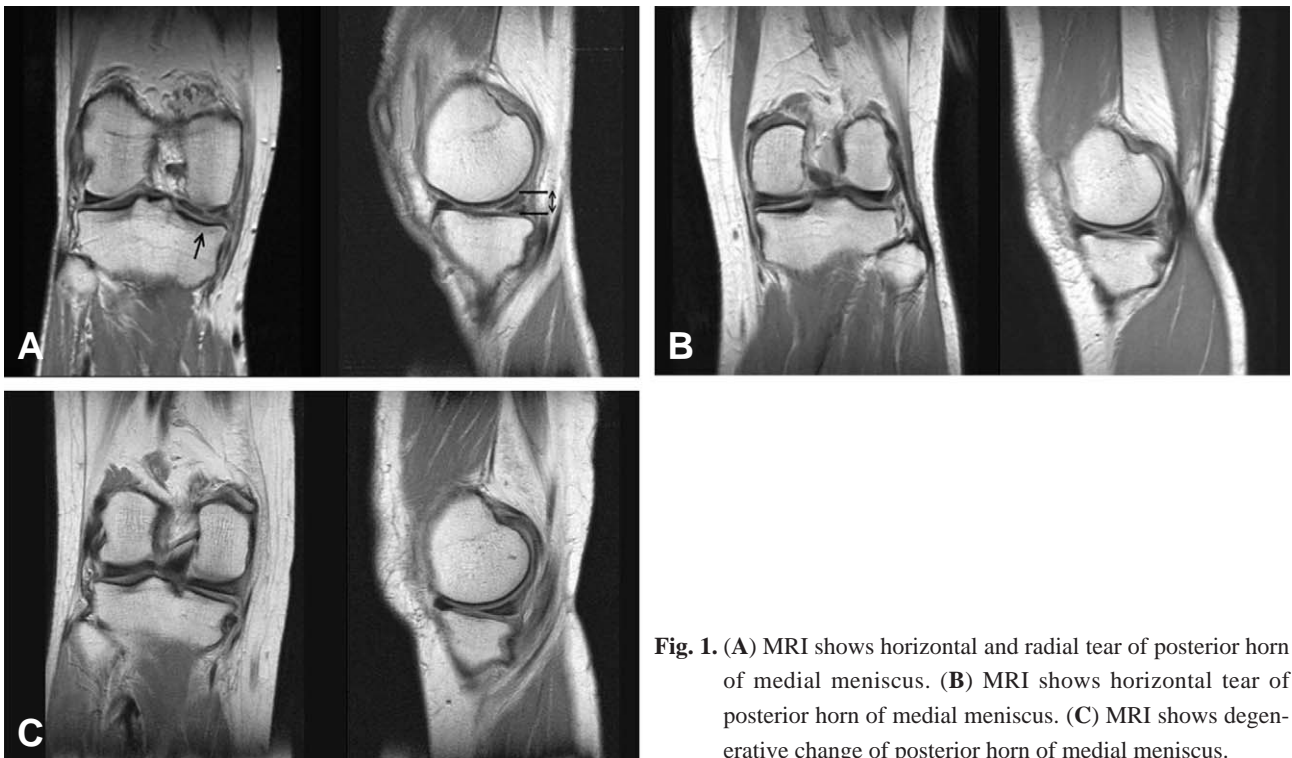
(A) MRI shows horizontal and radial tear of posterior horn of medial meniscus. (B) MRI shows horizontal tear of posterior horn of medial meniscus. (C) MRI shows degenerative change of posterior horn of medial meniscus.
